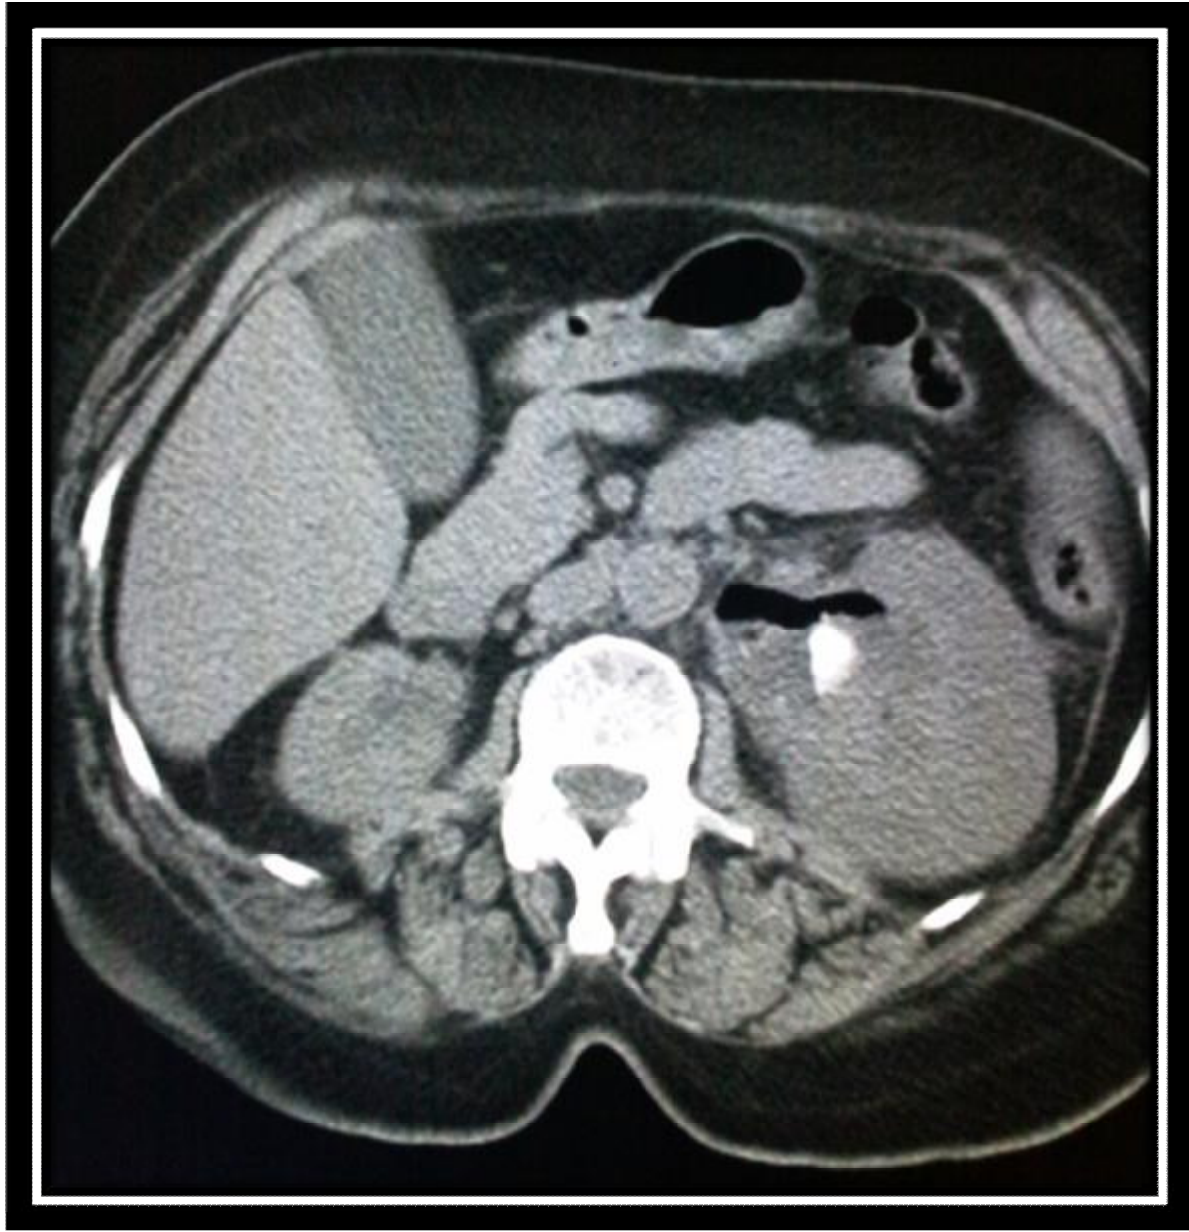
TDM abdominale. PNE gauche. Le gaz est visible dans les cavités excrétrices (flèche) avec lithiase obstructive. Stade 3a
